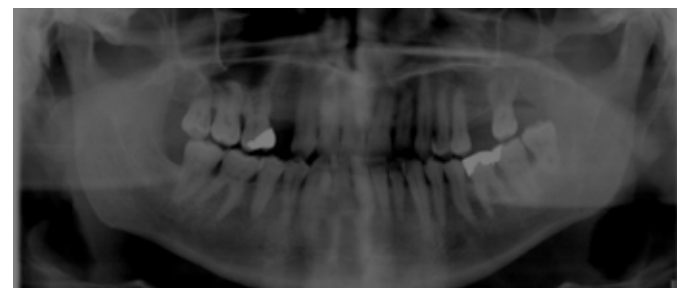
Ortopantomografia sem alterações de relevo.
